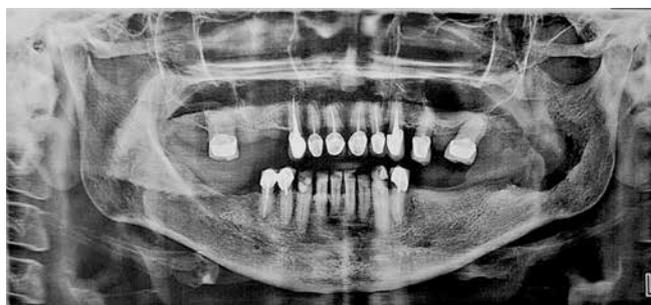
Ортопантомограмма. Деструкция тела и ветви нижней челюсти вследствие распространения опухоли слизистой полости рта
